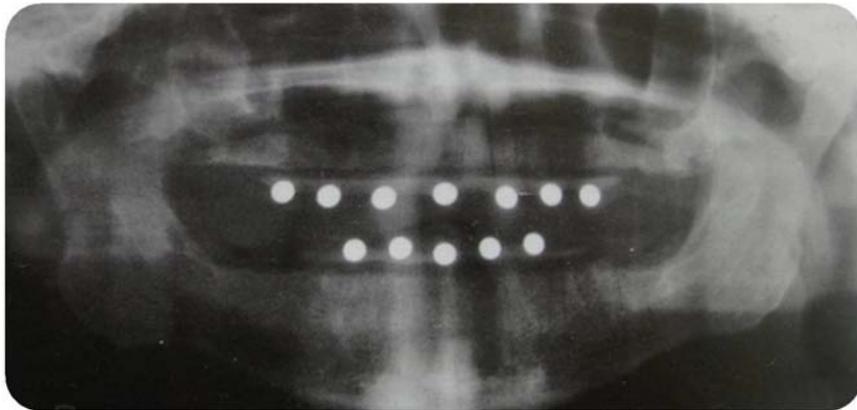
Radiografía panorámica con marcadores esféricos de 5 mm en la cresta.<sup>1</sup>
